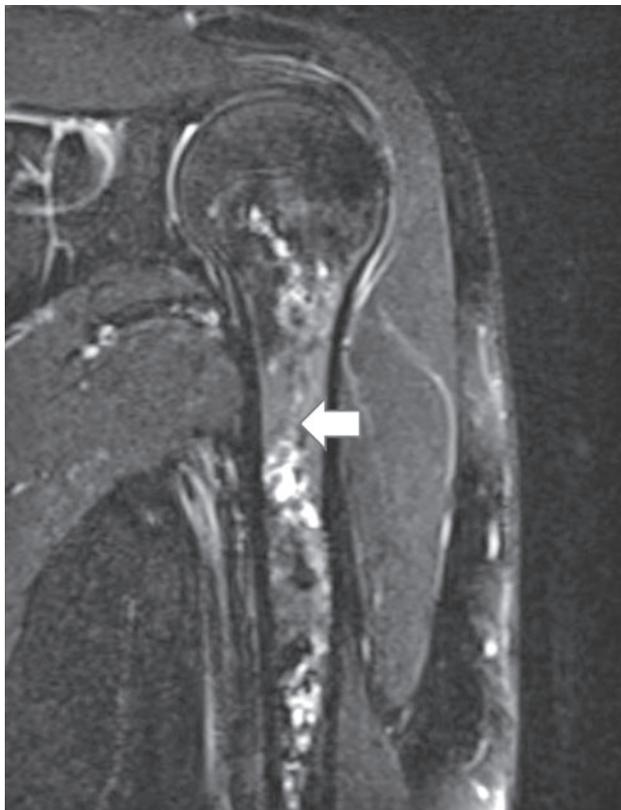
再圧治療 (TT6) 3回施行後のMRI
